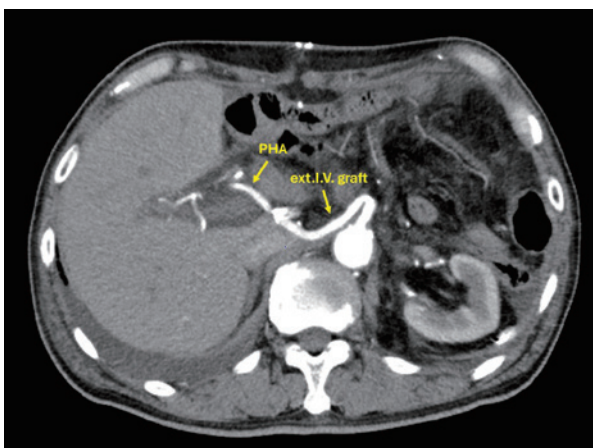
Imaging of Computed Tomography showing good arterial blood flow 7 days after Conversion surgery
